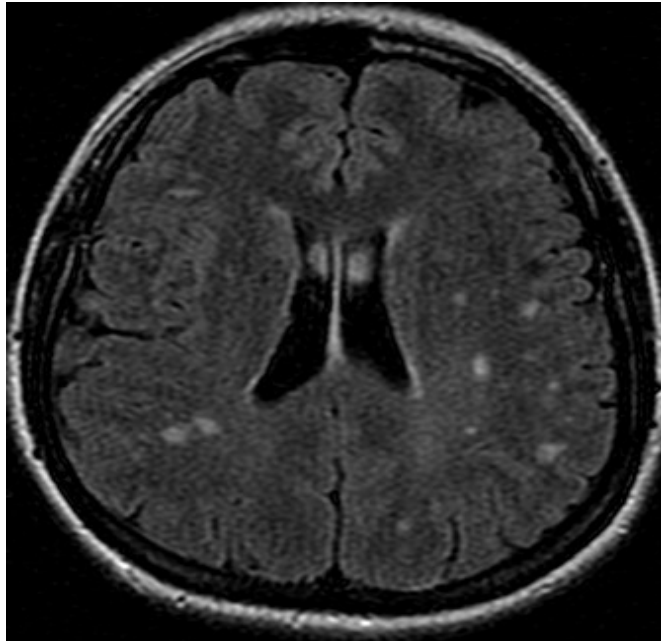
Аксиальна МР-томограма у послідовності T2 FLAIR пацієнтки К., 35 р. Мігрень з аурою із частими нападами. Множинні гіперінтенсивні вогнища в білій речовині лобових і тім'яних часток.
